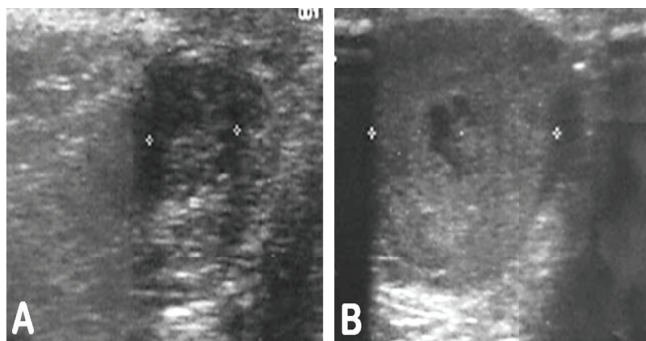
Ecografía testicular bilateral A) Testículo derecho localizado a nivel del extremo distal del conducto inguinal. B) Testículo y epidídimos izquierdos aumentados de tamaño con diámetro transversal de 2cm, de aspecto heterogéneo.
